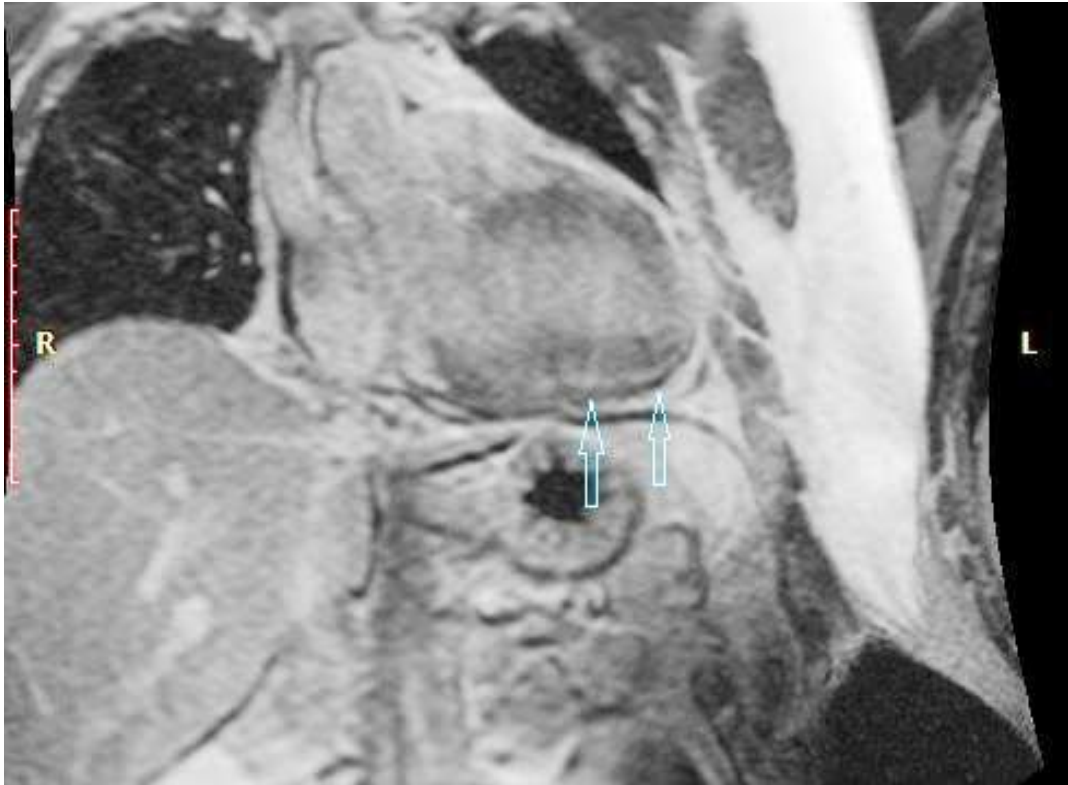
МРТ серця з контрастуванням гадолінієм пацієнтки К.
